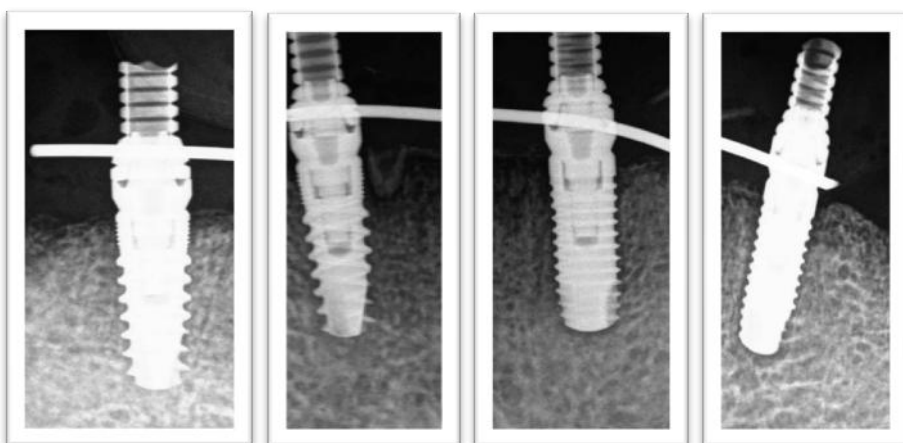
Radiografías periapicales con paralelizador (3 meses después de la cirugía).
